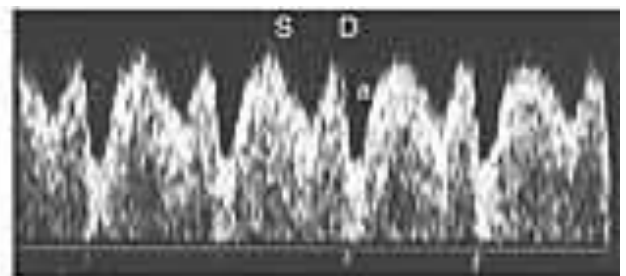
Normal and abnormal precordial venous flow-velocity waveforms. The inferior vena cava and ductus venosus are the most commonly evaluated precordial veins, whereas the umbilical venous flow-velocity waveform is predominantly assessed qualitatively. A, The inferior vena cava shows the typical triphasic pattern with systolic and diastolic peaks (S, D, respectively). B, The a-wave may be reversed under physiologic conditions. C, An abnormal inferior vena cava flow-velocity waveform shows a relative decrease in forward flow during the first trough, the D-wave, and the a-wave. D, Under extreme circumstances, flow may be reversed during the first trough (asterisks). E, In contrast to the inferior vena cava, the ductus venosus has antegrade blood flow throughout the cardiac cycle with forward velocities during the S-, D-, and a-waves. F, A decrease in atrial systolic forward velocities (asterisks) is the first sign of abnormality and results in an increased Doppler index. G, With marked elevation of central venous pressure, blood flow may reverse during atrial systole.
